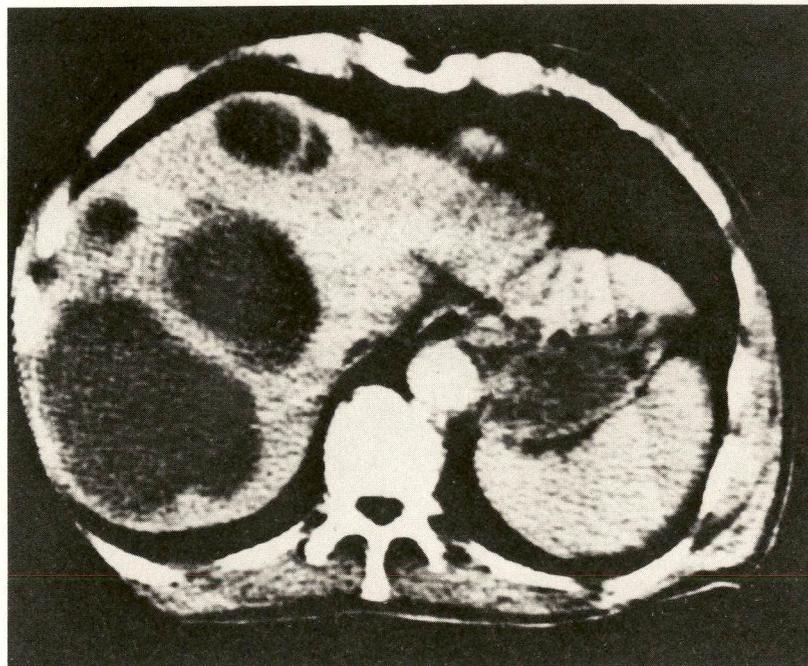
A, B — Lesão cística mostrada através de angiograma e tomografia computadorizada.
